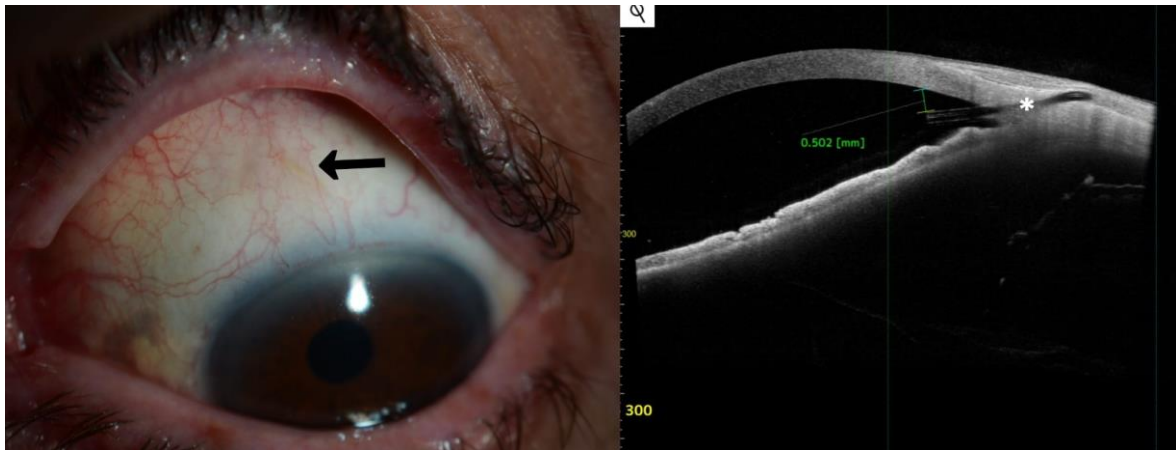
Izquierda: fotografía polo anterior en la que se aprecia (←) el implante subconjuntival XEN45. Derecha: tomografía de coherencia óptica de polo anterior que muestra (*) el tubo de la endoprótesis XEN45. Imagen cedida por Dr. Montolío-Marzo.
